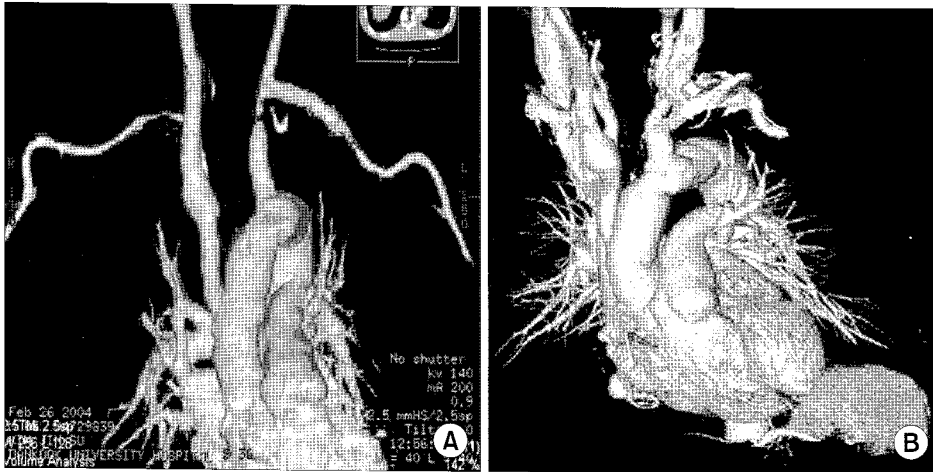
Carotid artery stenosis was showed in the postoperative CT scan (reconstruction) after 51 day (A). Normalized carotid artery was showed in the 1 year after the carotid artery surgery (B).
